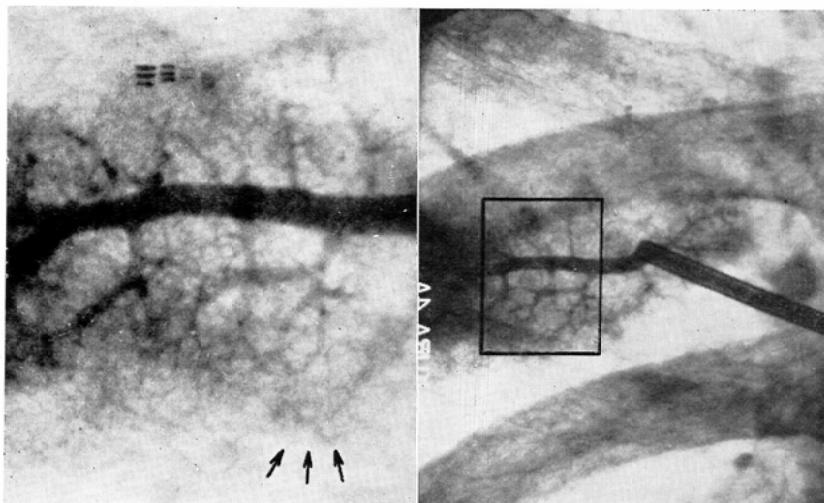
Selective pulmonary arteriograms in 4 times macroradiography and conventional radiography. Catheter manipulated into a right upper lobe artery. Left: macroradiogram shows fine net-work of the pulmonary arteries and veins (arrows). Right: conventional radiogram.
